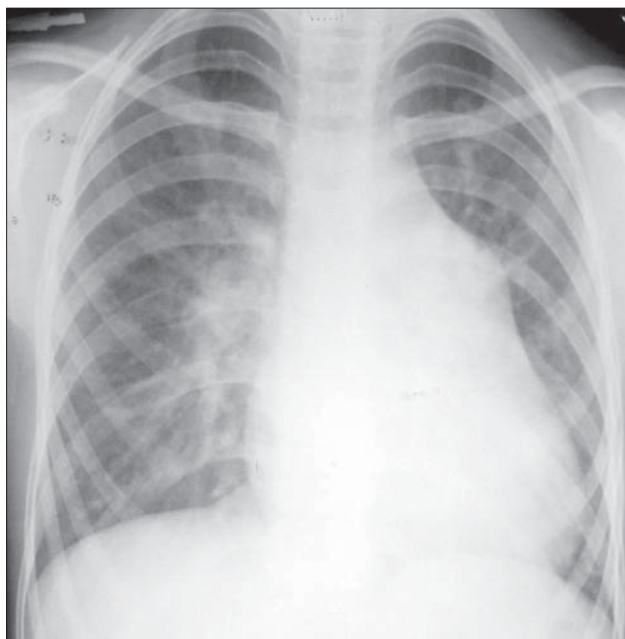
Hiperemie 12 ani. Radiografie toracică PA. Vasele pulmonare vizibile până la periferie. Opacitate hilară cu dimensiuni crescute. Trunchiul pulmonar mult bombat. Hipertrofie biventriculară.
